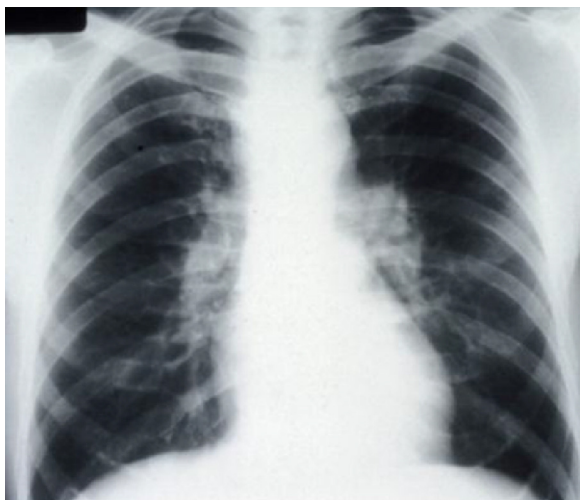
Radiografía de tórax con adenopatía hiliar bilateral.
